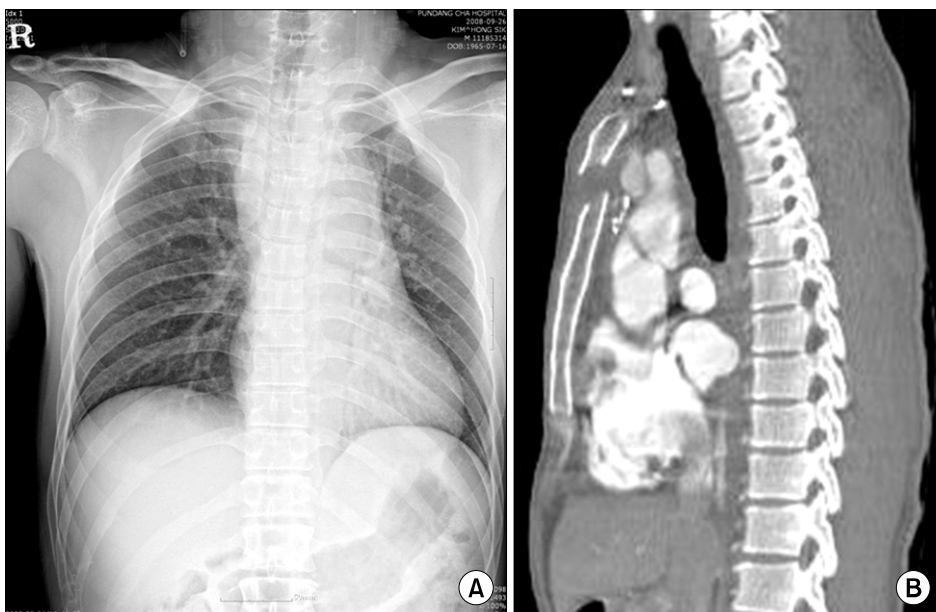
Preoperative X-ray (A) and CT (B) shows mediastinal widening and displaced sternum.
